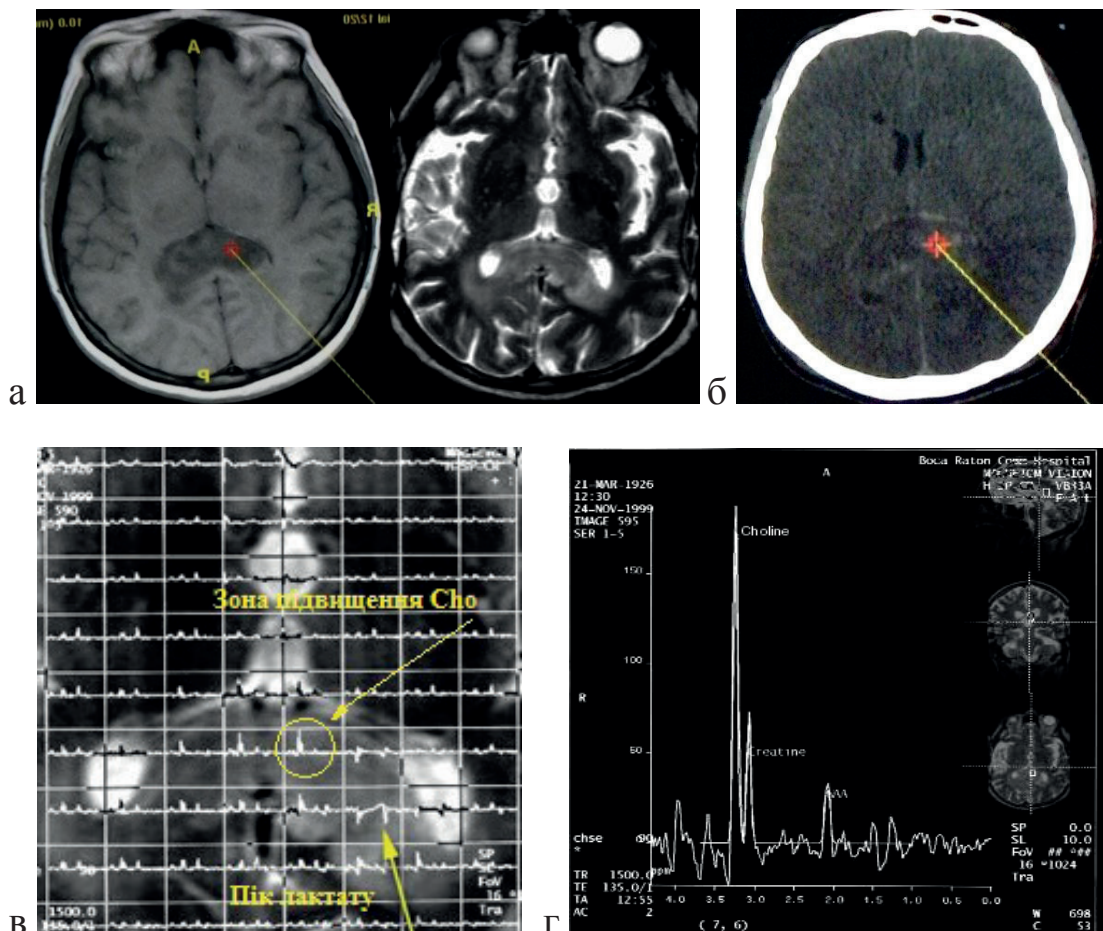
Планування зони біопсії за даними МРТ (а), КТ (б) та МРС (в, г).
